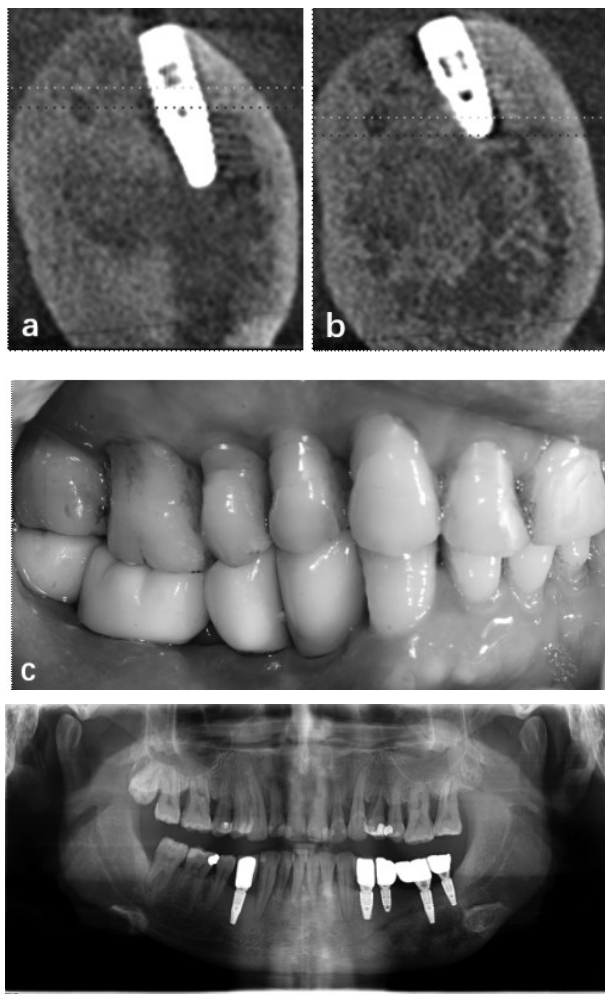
种植术后6个月,复查CT(3a、3b)显示种植体周围无明显变化;3c和3d为戴牙后照片。
